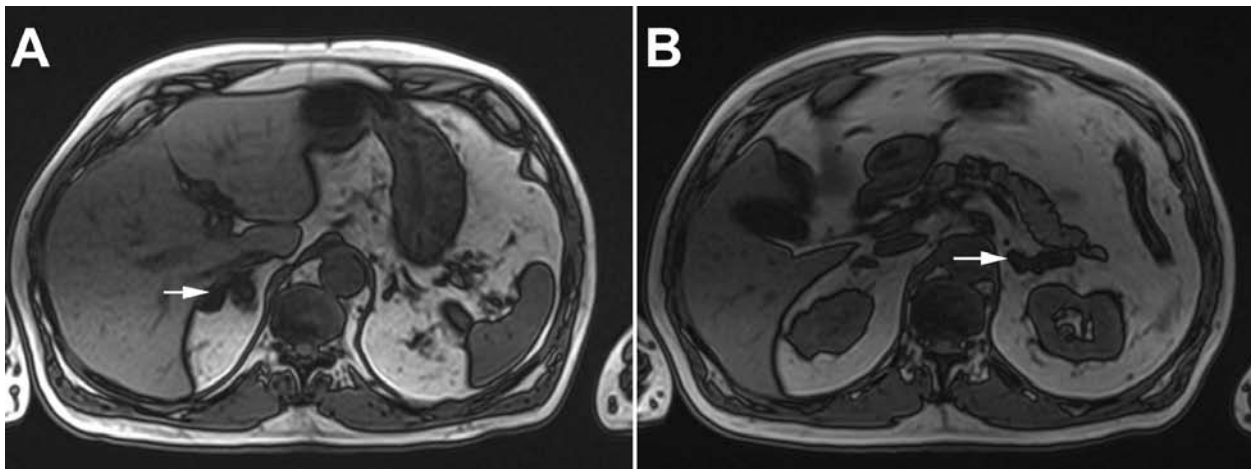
RM con crecimiento polinodular de ambas glándulas suprarrenales (flechas) al momento del diagnóstico de HSMIA (A. derecha y B. izquierda). La RM de control, un año después de la suprarrenalectomía derecha, no mostró variación de la suprarrenal izquierda.
